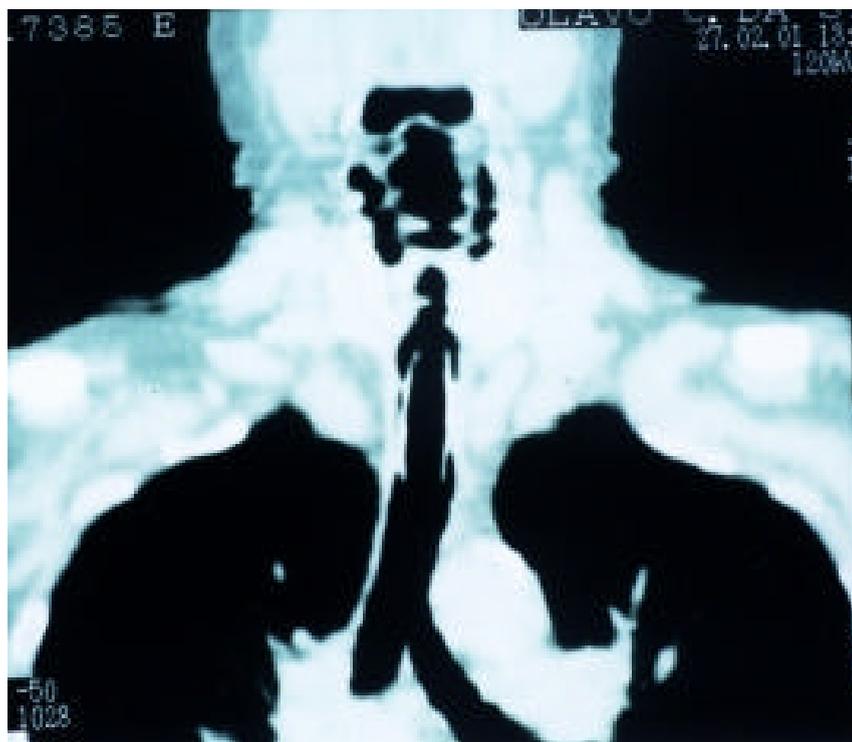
CT traquéia pós Laser (Nd:YAG), com *stent*.
